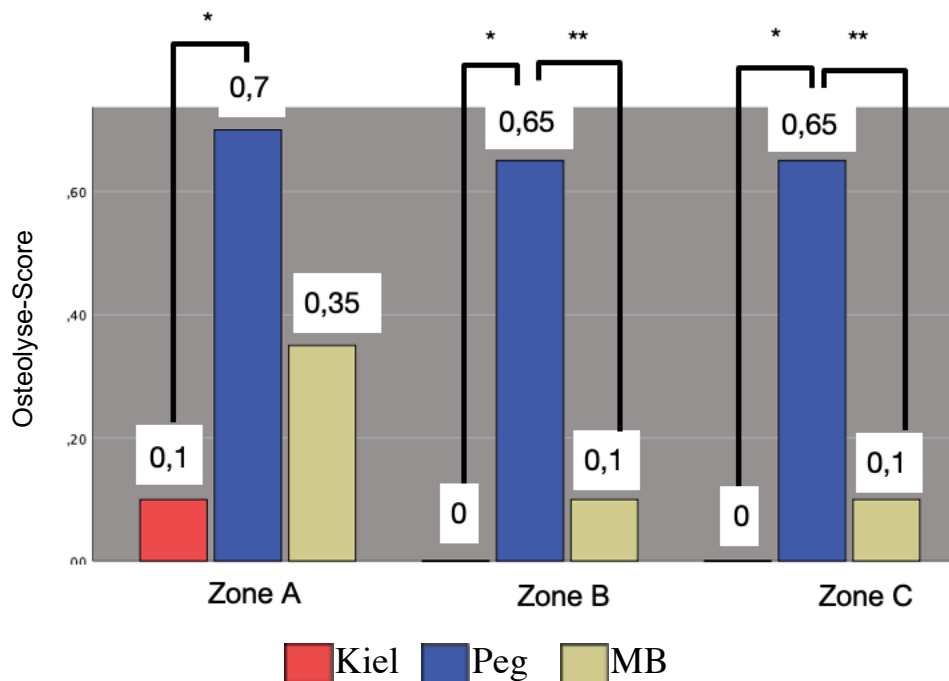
Osteolyse-Score pro Zone im true-a.p. Röntgenbild im Gruppenvergleich (* entspricht $p < 0,05$,  entspricht $p < 0,01$; * entspricht $p = 0,001$)
